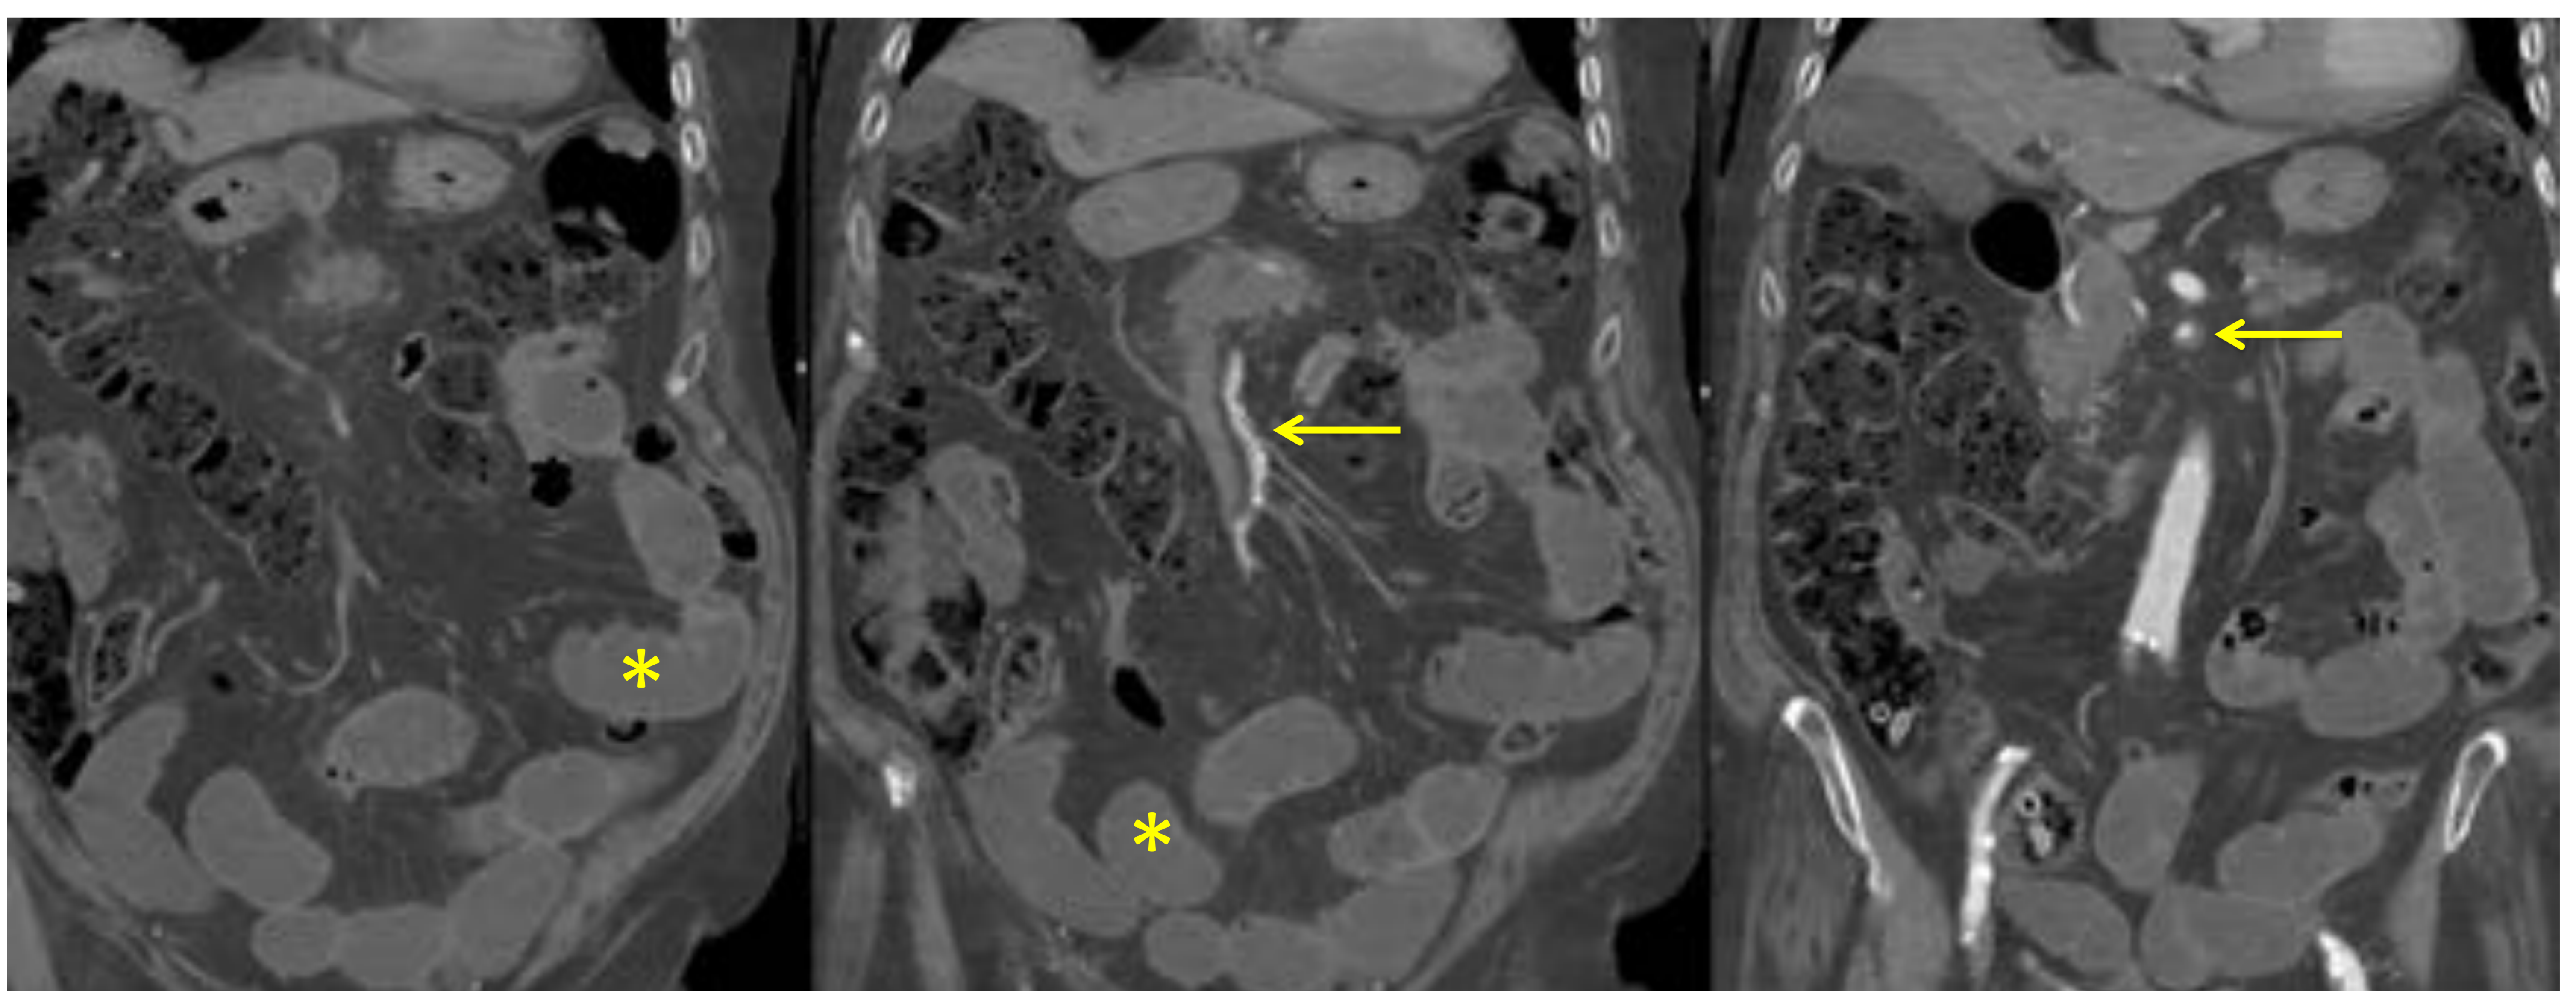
IMA trombótica. Hallazgos vasculares característicos en TC. Trombosis mural suboclusiva en el segmento proximal de la AMS (flechas) y ostium del tronco celiaco (flecha discontinua), mejor representadas en imágenes CPR (arriba derecha). Los signos intestinales (abajo, \*) no difieren de la fase de íleo adinámico por isquemia arterial de otra causa (patrón gris). <<<
